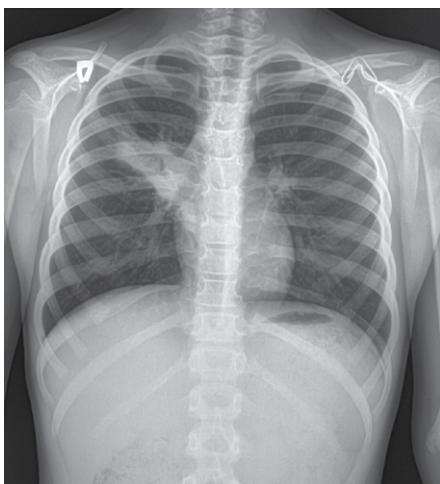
Рентгенограмма ребенка Н., 8 лет 7 мес., 15.05
